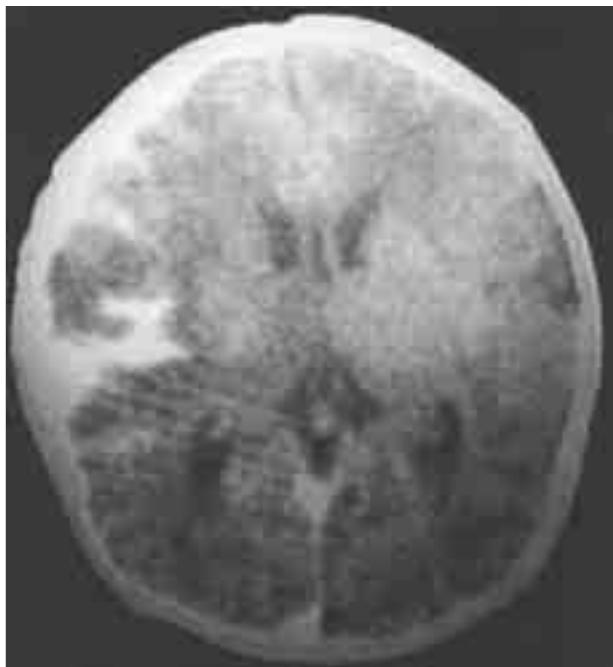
TAC, corte axial: Hemorragia subaracnoidea (Fisher IV) temporoparietal derecho.
